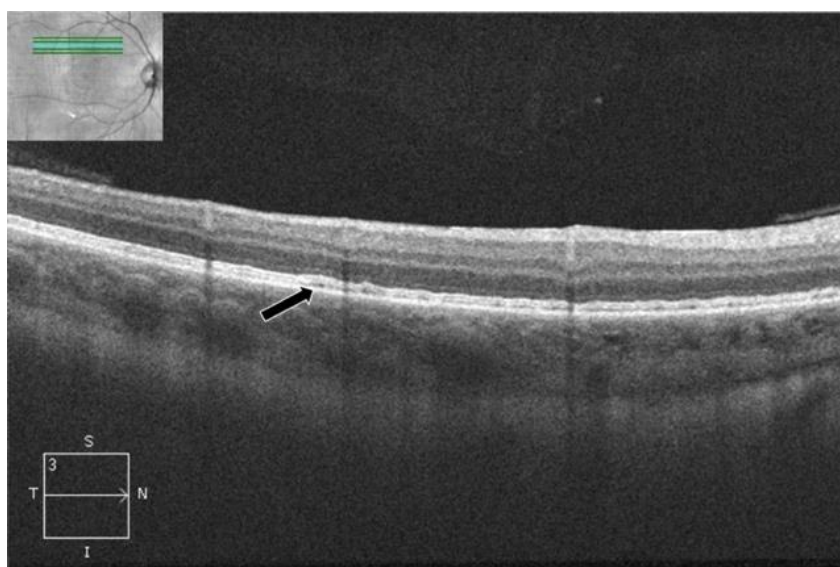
Пациент А., 64 г., ИБ Г37865\15 OS Контузия глазного яблока, гифема, надрыв сфинктера зрачка, сублюксация хрусталика I степени, контузионная ретинопатия. Visus OS = 0,16 с коррекцией. ОКТ-изображение сетчатки в перифовеолярной области около верхне-височной сосудистой аркады: визуализируется повреждение фоторецепторов (указано стрелкой).
